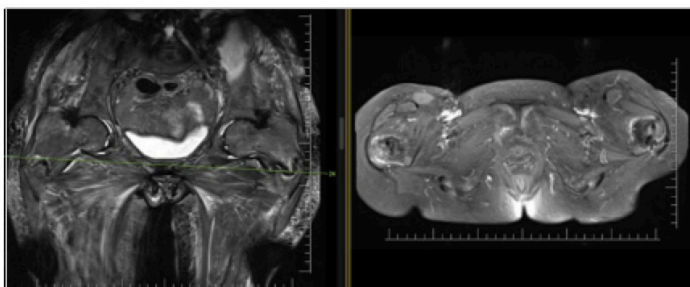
Coronal t2 sequence and axial t1 contrast-enhanced MRI images at the time of admission of the patient.
